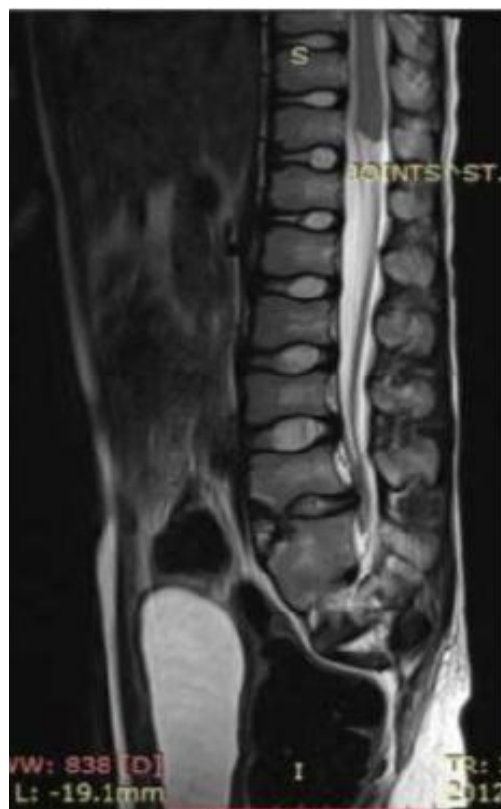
IRM de ME lombo-sacrée présentant des caractéristiques typiques de SRC. (46)
